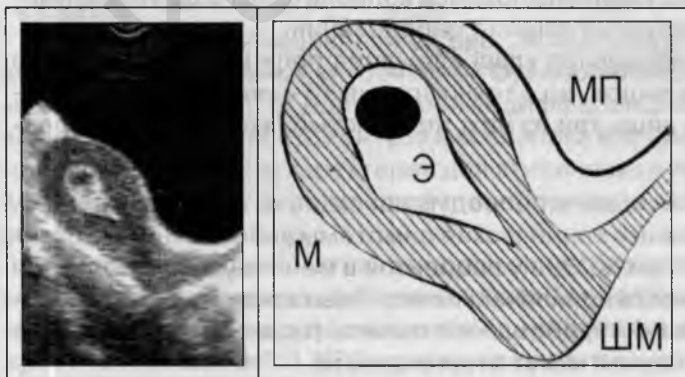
Крупный (11 мм в Д) железистый полип Э, хорошо видимый в силу относительных больших размеров при трансабдоминальном УЗИ*.
